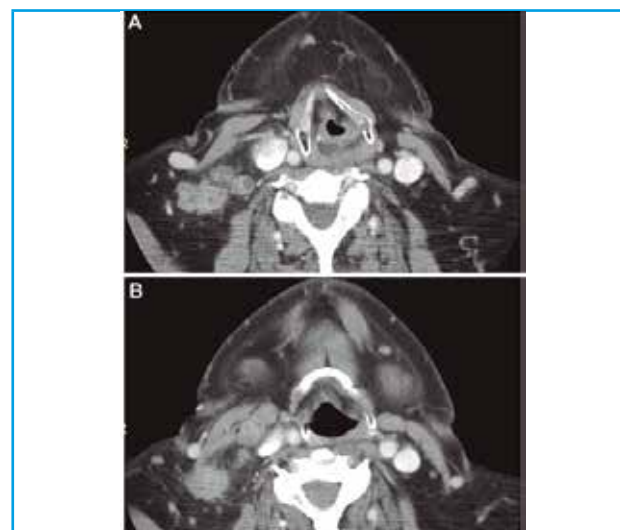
Reconstrucciones axiales correspondientes a TC de cuello con contraste intravenoso en varón de 63 años con un carcinoma epidermoide de origen desconocido, posteriormente localizado en cavum mediante PET, en el que se aprecian múltiples adenopatías en los niveles IIA, IIB, III y VA en muchas de las cuales resulta llamativo un contorno irregular, espiculado, con aumento de la densidad de la grasa que los envuelve, compatible con rotura capsular del ganglio e invasión de los tejidos periganglionares, un dato que empeora drásticamente el pronóstico.
